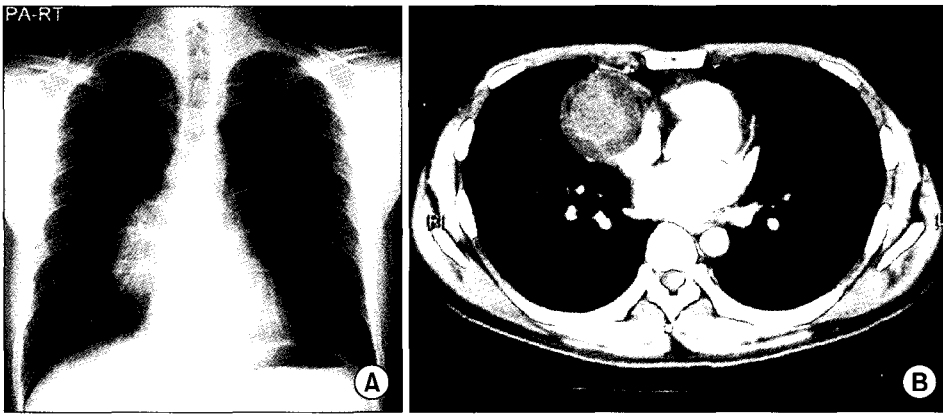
Preoperative chest PA (A) and chest CT scan (B).
